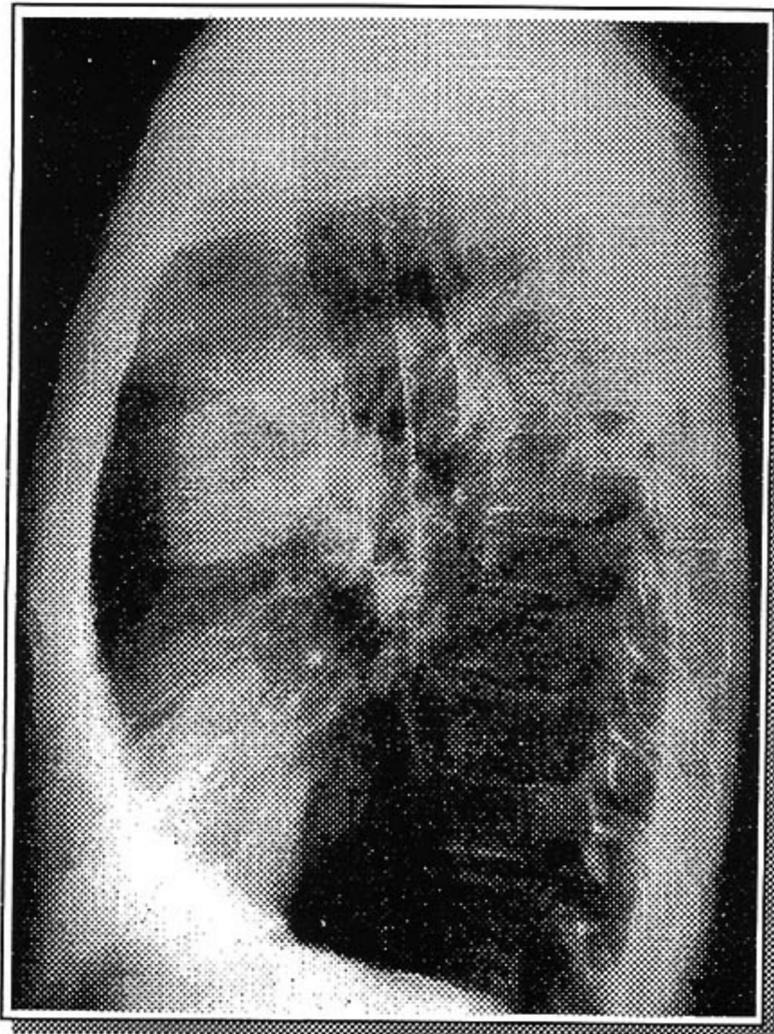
Telerradiografia de tórax em perfil
